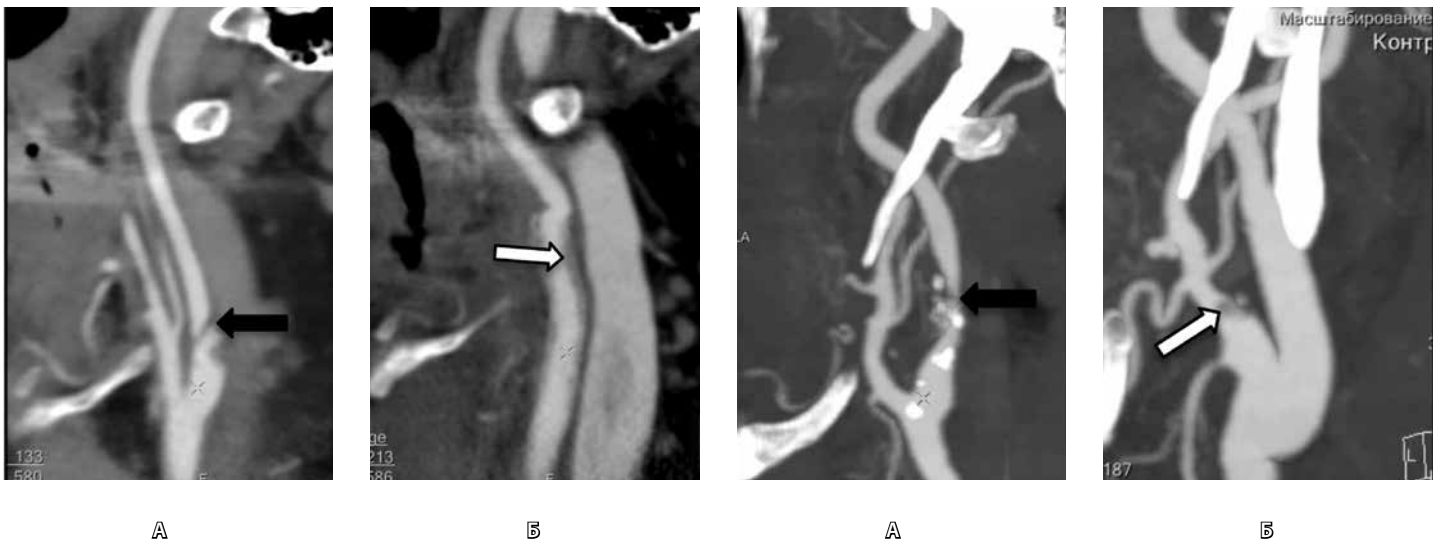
Послеоперационные изменения после резекции сонной артерии с протезированием, требовавшие наблюдения. А – предоперационная МСКТ, артериальная фаза болюсного контрастирования, криволинейная реконструкция: критический стеноз на уровне луковичи внутренней сонной артерии за счет бляшки с неровным внутрисосудистым контуром (черная стрелка); Б – послеоперационная МСКТ, криволинейная реконструкция: вдоль внутреннего контура протеза визуализируются пристеночные дефекты контрастирования (белая стрелка)
